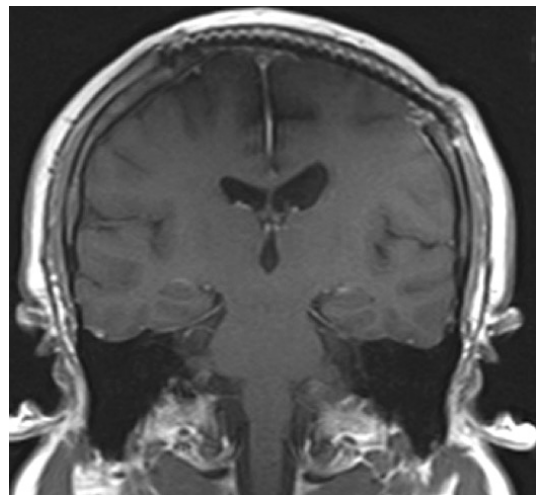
IRM postoperatoria vista coronal con medio de contraste que muestra resección tumoral completa.
